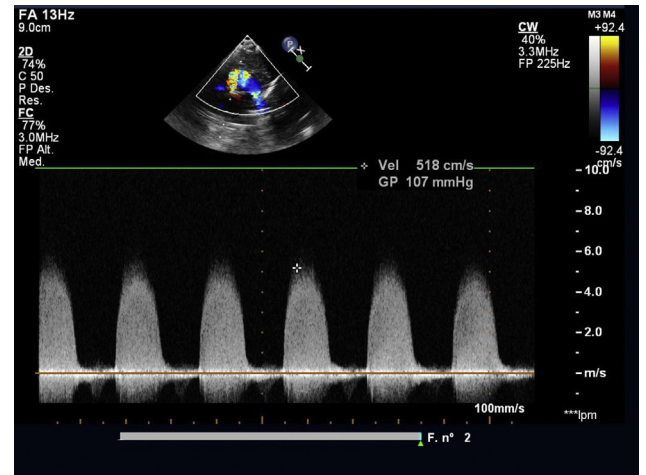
Gradiente pico por Doppler color a través de la válvula aórtica.
